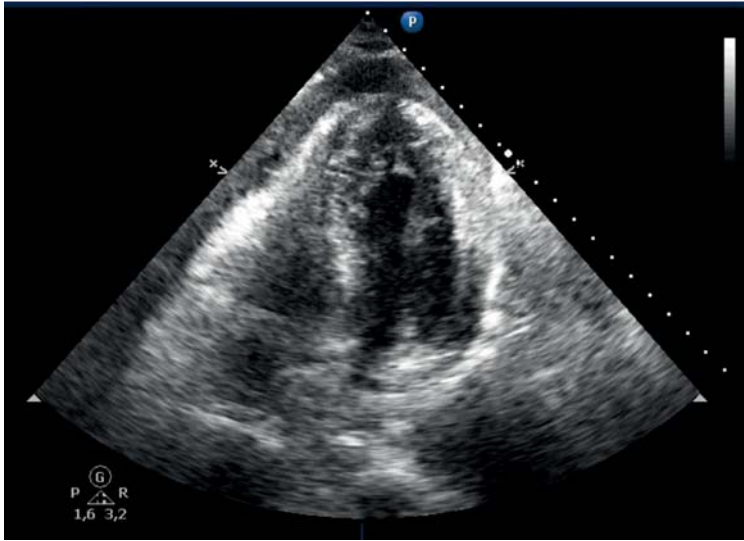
Echokardiogramm bei einem Patienten mit Perikardtamponade infolge einer Drahtperforation des linken Ventrikels bei retrograder Sondierung einer Aortenklappenstenose.
